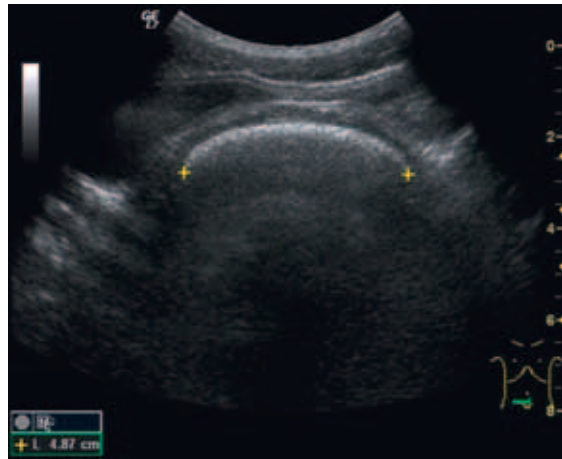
Sonographie bei chronischer Obstipation. Der Unterbauchquerschnitt zeigt ein mit 49 mm deutlich dilatiertes Rektum, das die Blase von dorsal pelottiert und partiell verdrängt.
